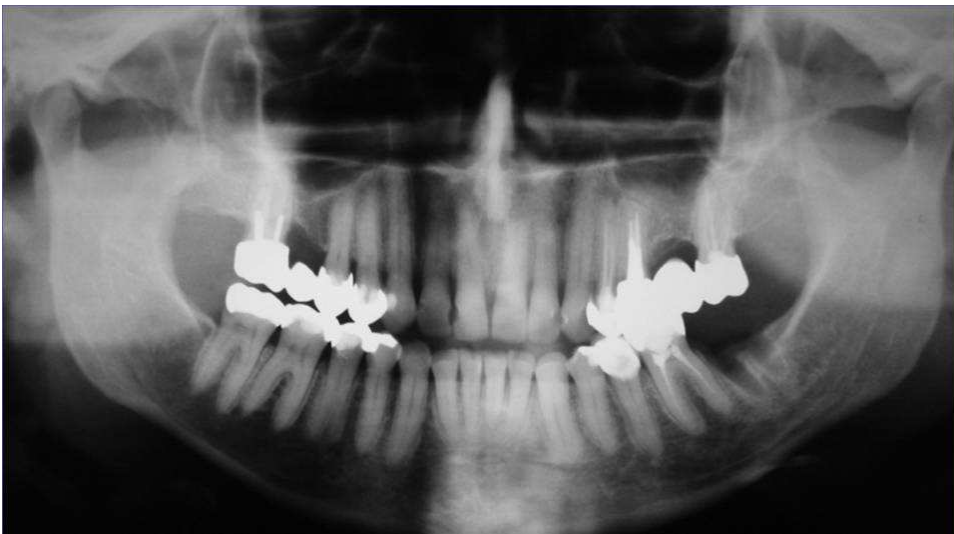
Radiografia panorâmica mostrando área com ausência de reparo de tecido ósseo no alvéolo do 2º molar inferior esquerdo associado ao quadro clínico de ONMAB
